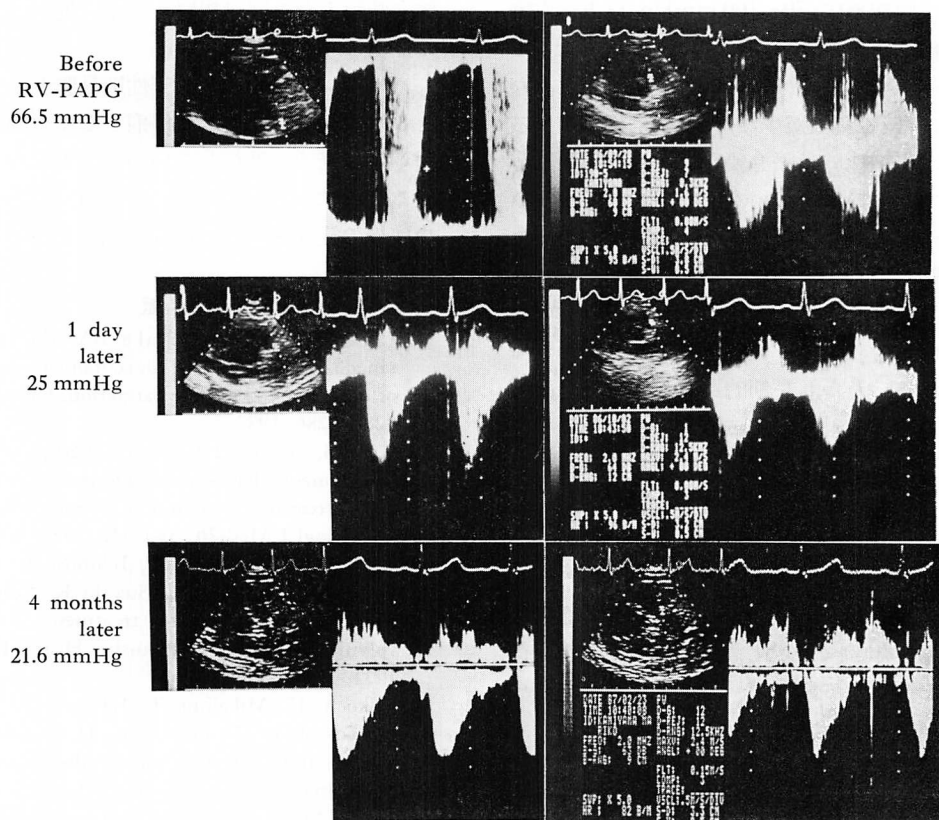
Pulsed Doppler echocardiographic findings before and after balloon pulmonary valvuloplasty.
